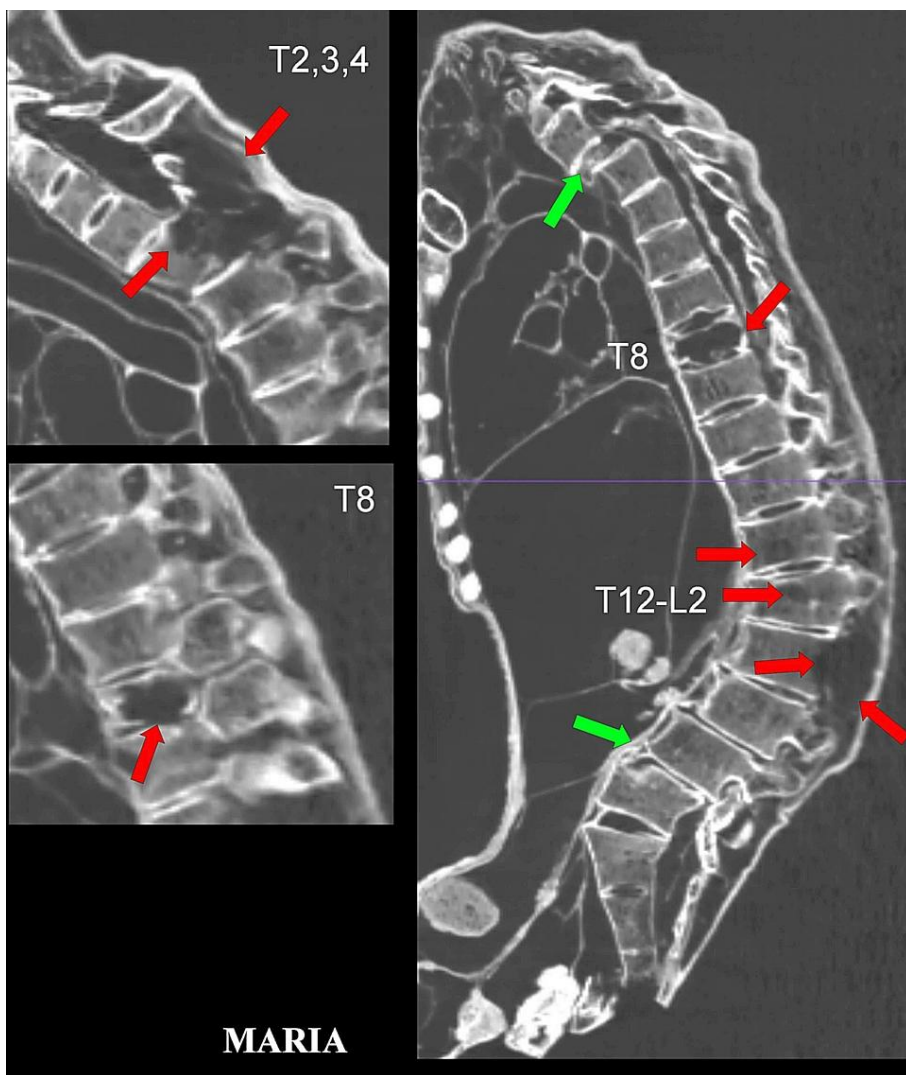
Cortes sagitales de TC 2D que muestran múltiples lesiones óseas osteolíticas (flechas rojas) en la columna torácica y lumbar. Se observaron cambios degenerativos espinales que causan retropseudolistesis en L3/4 y L4/5 (flechas verdes).
